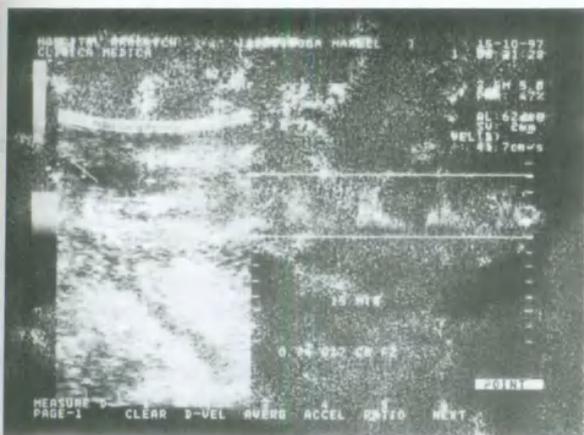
Registro de Eco-doppler color a los 15 minutos postinyección de drogas vasoactivas.
